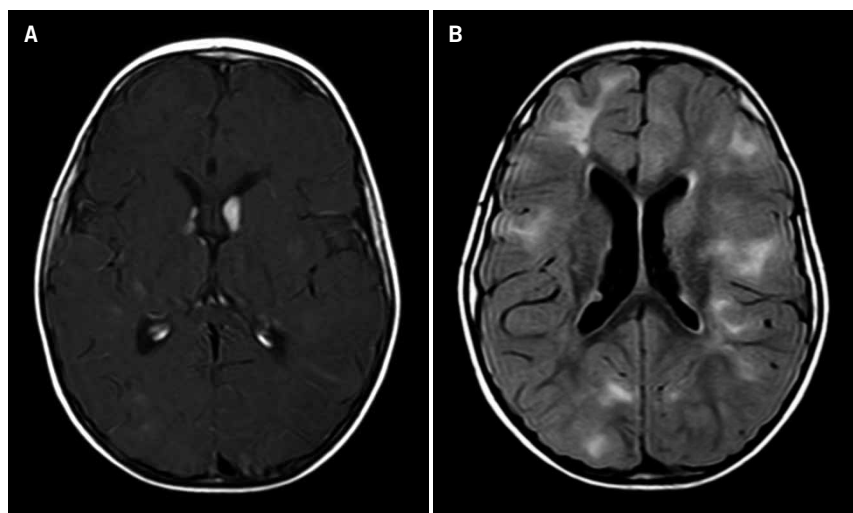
A. RM craneal, corte axial en secuencia T1 con contraste, donde se aprecia lesión ovalada adyacente al agujero de Monro izquierdo, con 13 mm de eje anteroposterior, compatible con SEGA. En el agujero de Monro derecho se aprecia otra lesión de menor tamaño, compatible con nódulo subependimario. B. RM craneal axial en secuencia T2 FLAIR, donde se aprecian múltiples imágenes triangulares hiperintensas con base en la corteza y punta dirigida hacia los ventrículos, que ensanchan el córtex, compatibles con túberes.
